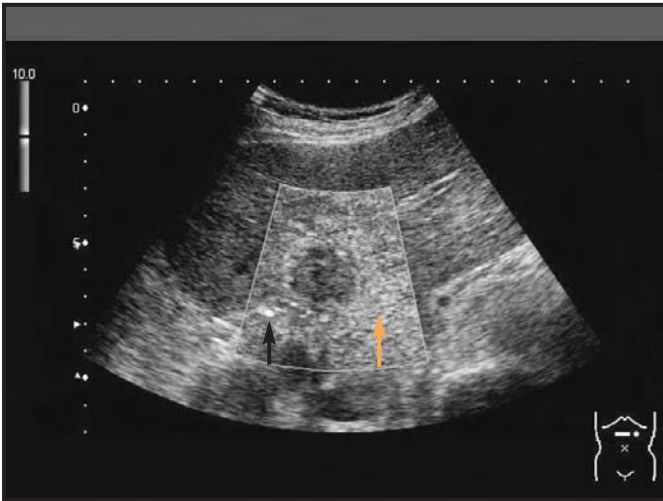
Hepatocarcinoma con ablación tumoral completa postradiofrecuencia analizada con técnica de VRI (Vascular Recognition Imaging). Es una técnica que combina el análisis de una zona mediante Doppler con inversión de pulso mientras el resto del tejido se examina en modo B a bajo índice mecánico. En la caja señalada, las burbujas estáticas o de muy baja velocidad las indica la flecha naranja, mientras que las burbujas localizadas en vasos de diámetro superior tienen mayor velocidad y se registran en otro color (flecha negra).
